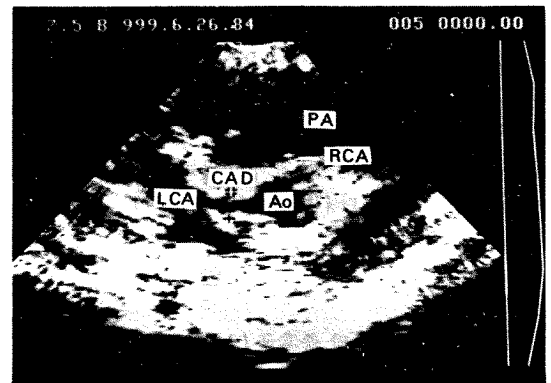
Two-dimensional echocardiography. Abbreviation: CAD; Coronary Aneurysmal Dilatation, Ao; Aorta, LCA; Left Coronary Artery, RCA; Right Coronary Artery, PA; Pulmonary Artery.
